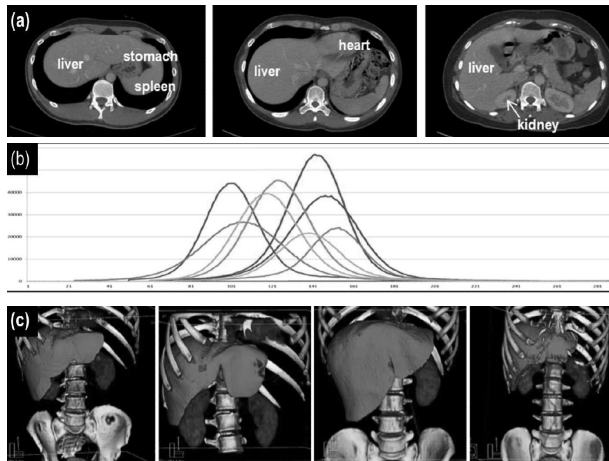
3The challenging issues of liver segmentation in abdominal contrast-enhanced CT image : (a) Intensity similarity of neighbor organs such as heart, stomach, kidney and spleen (b) Variability of liver intensity across patients (c) Variability of liver shape across patients.
